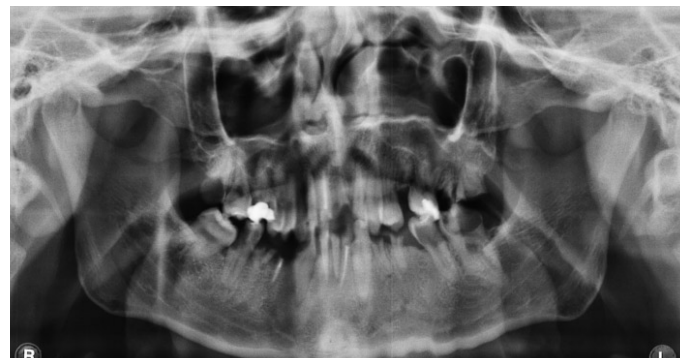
Initial panoramic radiograph. Multiple retained roots and dental caries are seen.
